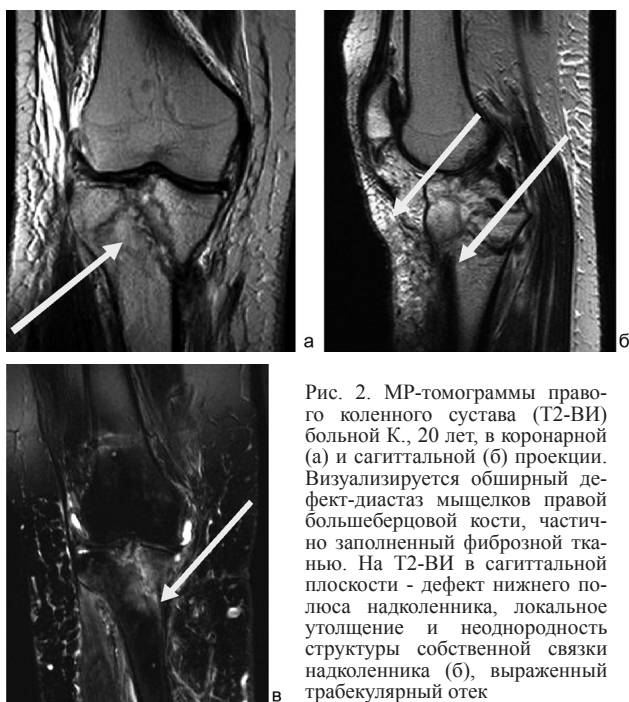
МР-томограммы правого коленного сустава (Т2-ВИ) больной К., 20 лет, в коронарной (а) и сагиттальной (б) проекции. Визуализируется обширный дефект-диастаз мыщелков правой большеберцовой кости, частично заполненный фиброзной тканью. На Т2-ВИ в сагиттальной плоскости - дефект нижнего полюса надколенника, локальное утолщение и неоднородность структуры собственной связки надколенника (б), выраженный трабекулярный отек
